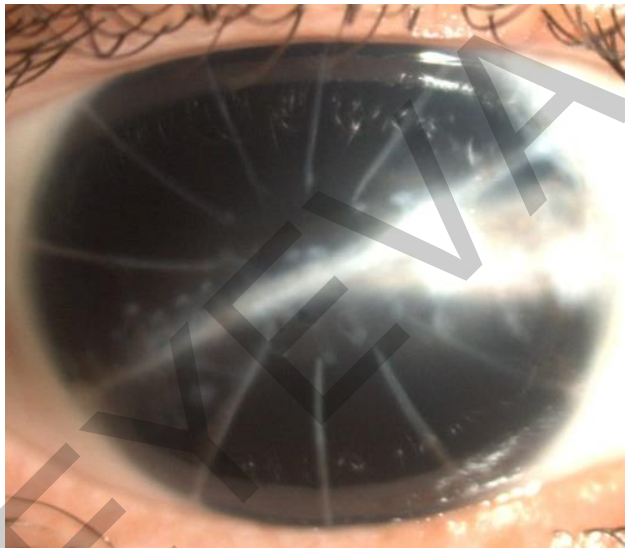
Глаз пациентки С. Типичный постконтузионный рубец роговицы вследствие разрыва кератотомических рубцов через оптический центр, афакия, аниридия
